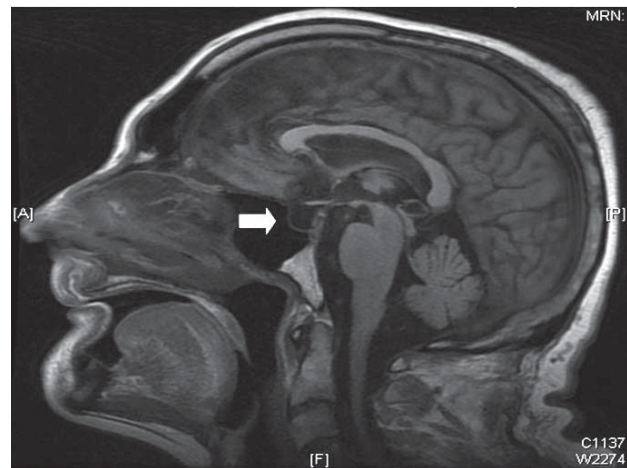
Resonancia magnética cerebral que muestra silla turca vacía (flecha).
